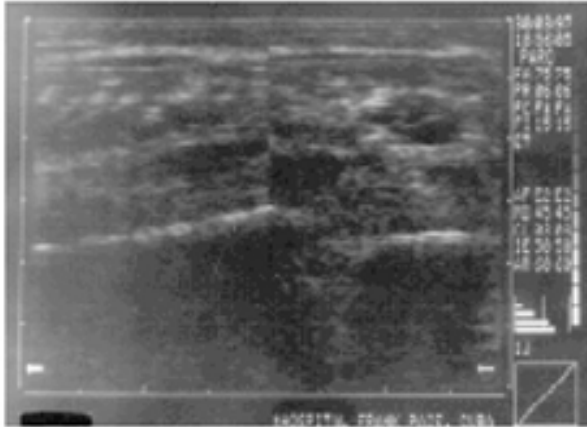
Ultrasonido diagnóstico.
